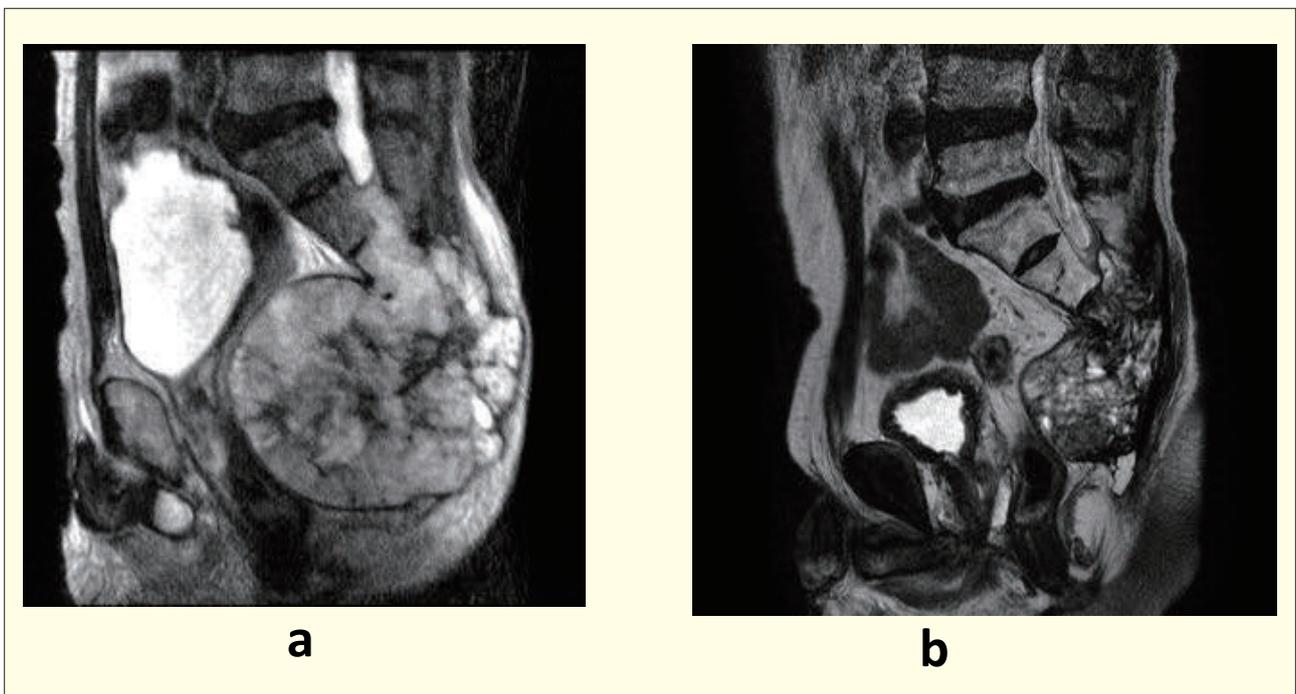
巨大な仙骨脊索腫症例(a)。重粒子線治療4年後のMRI(b)
